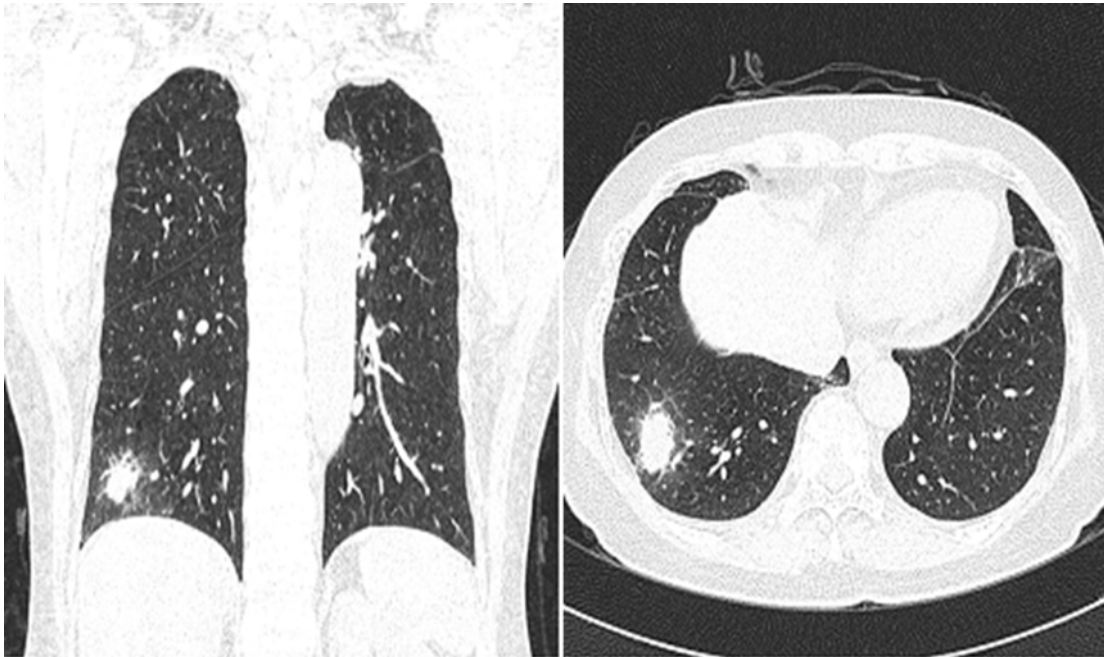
Chest X-ray, Chest CT finding Right lower lobe consolidation.
